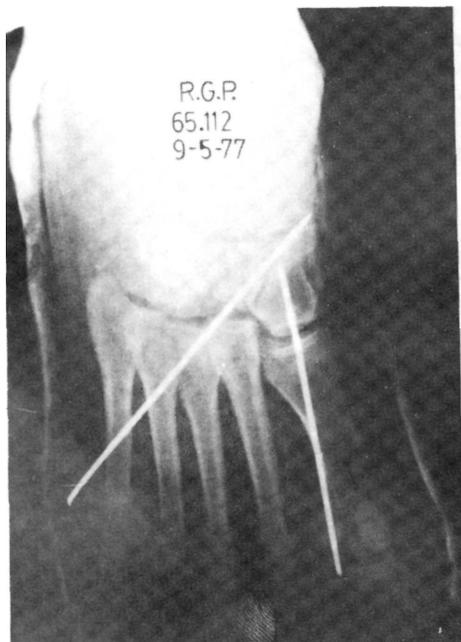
A y B.— Radiografía dorsoplantar de una luxación de Lisfranc completa homolateral y tras la reducción y fijación con dos agujas de Kirschner.
